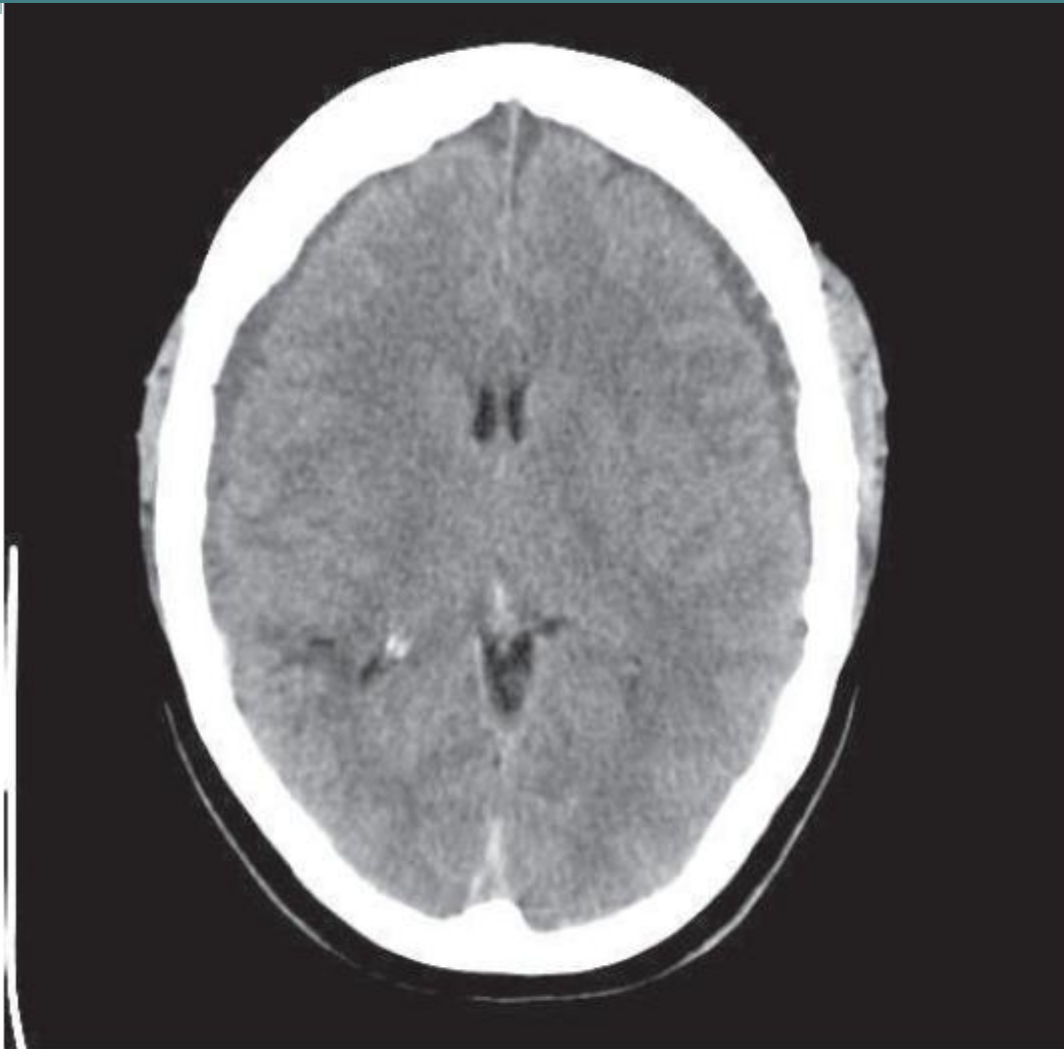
Computed tomogram of the brain demonstrating bilateral subdural hematomas.
